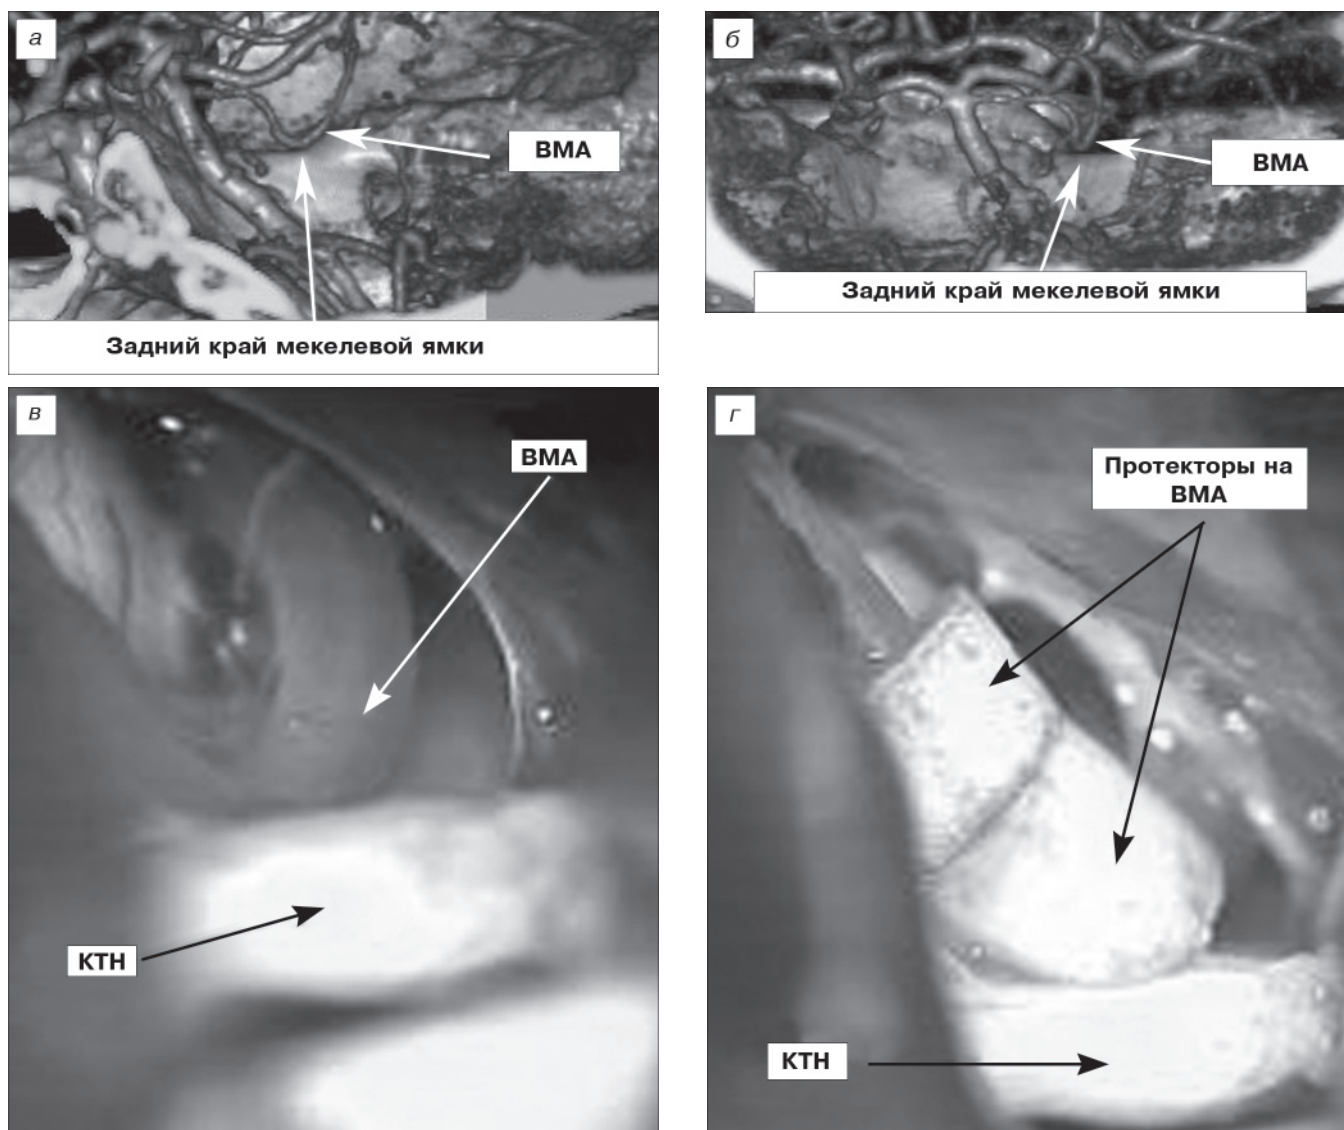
СКТ-ангиография больной Р., 55 лет. НТН справа с локализацией болей в области третьей ветви. а и б — петля ВМА лежит на заднем крае мекелевой ямки, что подтверждает конфликт ВМА и КТН; в — МВД-конфликт ВМА и КТН; г — конфликт устранен заключением в протектор ВМА.
